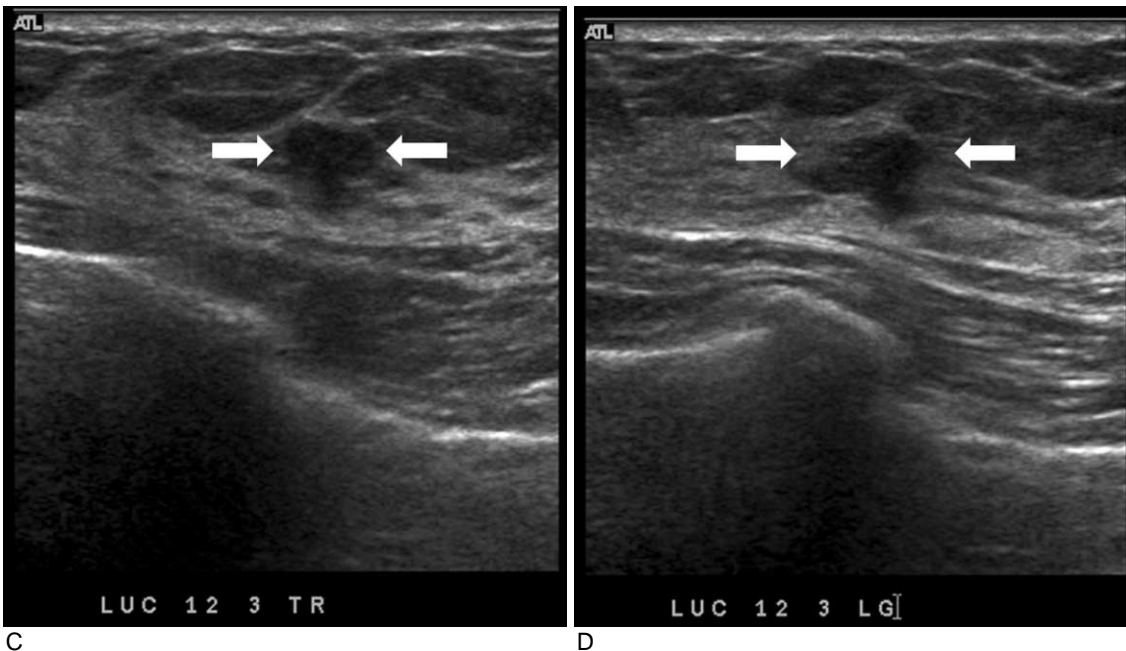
49-year-old female with routine follow-up. Left MLO (A) and CC (B) views show no specific abnormality. However, transverse (C) and longitudinal (D) scans of ultrasonography show hypoechoic nodule (arrows) with angulated margin in the left upper central breast. After US-guided 14 gauge core needle biopsy, atypical ductal hyperplasia was reported and followed surgical excision revealed DCIS.
